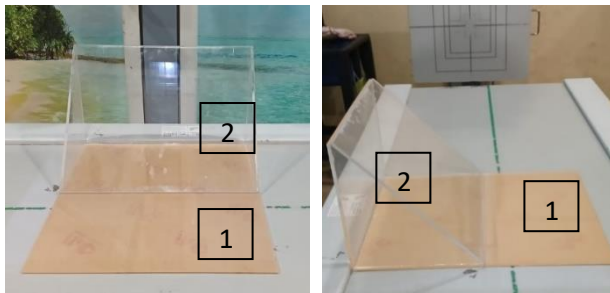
Sketsa Desain Alat Bantu Fiksasi Pemeriksaan Radiografi Lumbal Oblik
